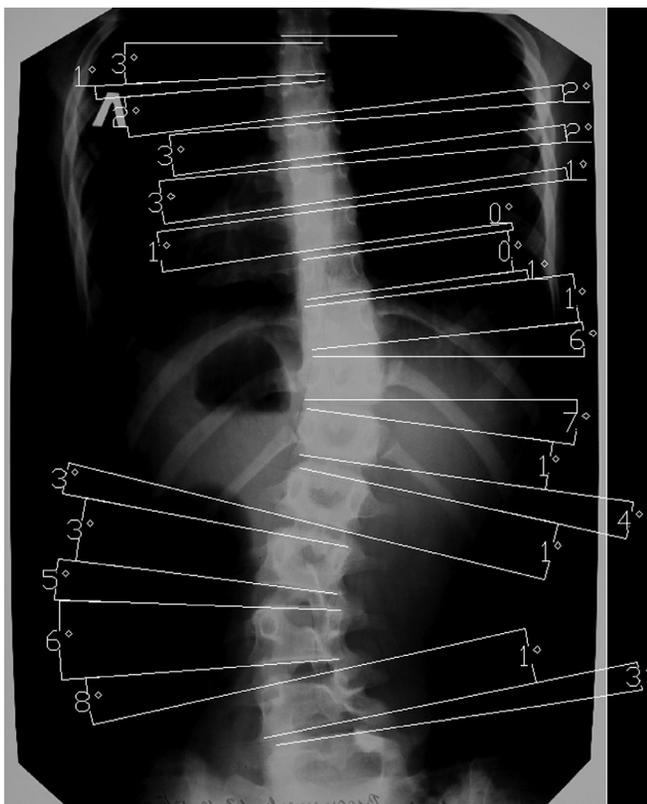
Вид расчерченной рентгенограммы в программе AutoCAD 2007
